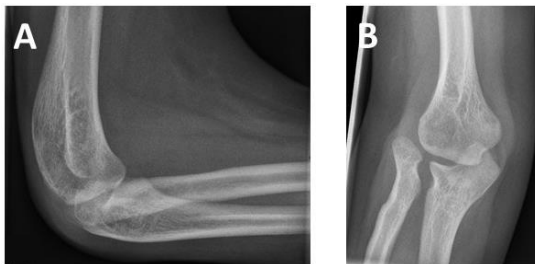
Röntgenaufnahmen rechter Ellenbogen mit kRKL von Patient 3. A: siehe domförmig gewölbter Radiuskopf, der verlängerte, nach dorsal gebogene Radius und das vergrößerte Kopf-Hals-Verhältnis. Die zentrale Depression fehlt. B: Hypoplasie des Capitulum humeri, sowie der vergrößerte Kopf-Hals-Winkel des Radius.
